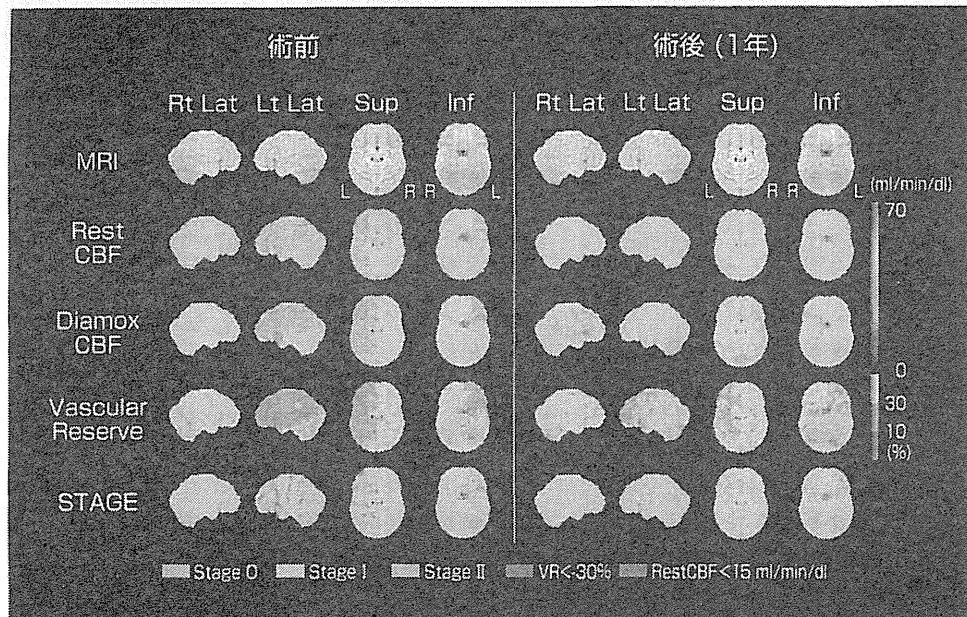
図3の症例のSEE解析による脳血流SPECT定位定量画像
